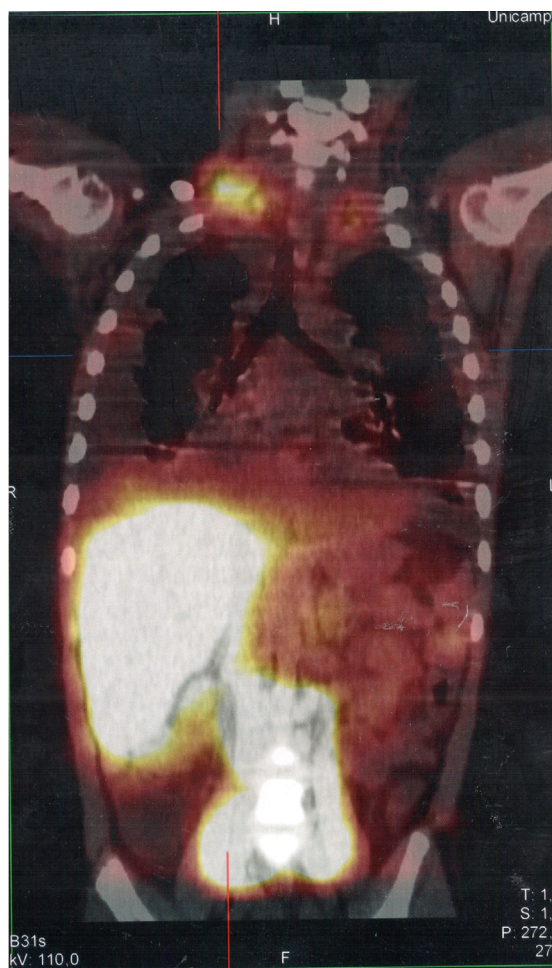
Imagem de SPECT/CT das regiões cervicotorácica e abdominal obtida a partir do exame de linfocintilografia com administração intradérmica de dextran-99mTc no dorso dos pés; as imagens obtidas 18 horas após o início do exame mostram área focal de retenção/extravasamento do radiotraçador nos ductos linfáticos localizados na topografia do introito torácico bilateralmente, mais acentuado à direita.
